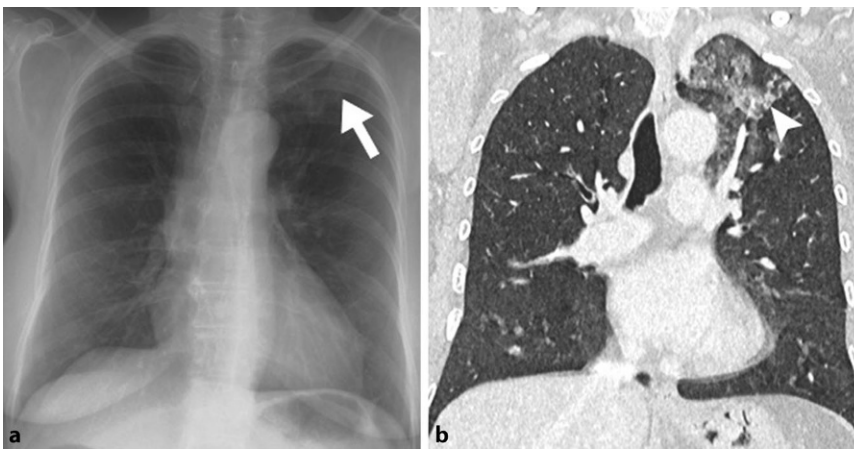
▲ 40 Jahre alte Patientin mit einer pulmonalen Einblutung in den linken Oberlappen. a Thoraxröntgen p/a: Milchglasartige Verschattung links apikal (weißer Pfeil), b HR-CT: Milchglasartige Verdichtung im Oberlappen links (weiße Pfeilspitze). HR-CT „high resolution“ Computertomographie
